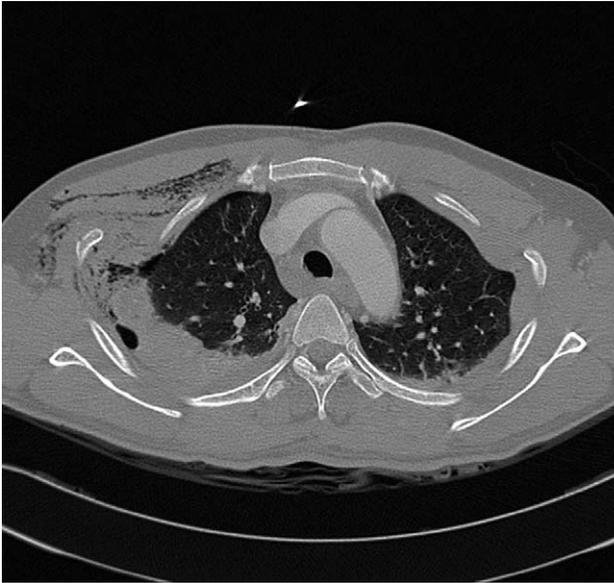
Computed tomography demonstrates hemopneumothorax, multiple rib fractures and lung contusion.
